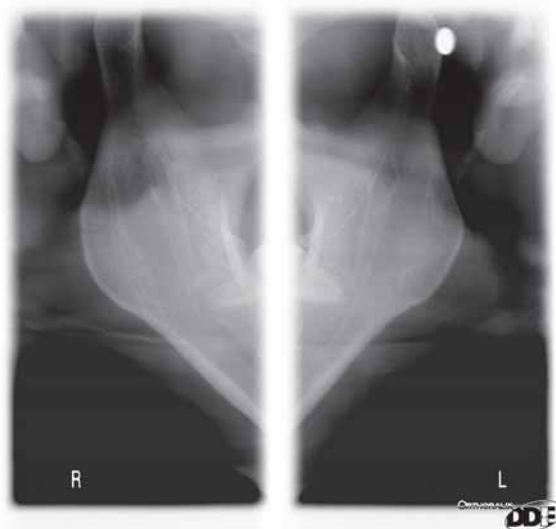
Експериментальна рентгенографія СНЩС трупної кістки на апараті Vixwin PRO.
